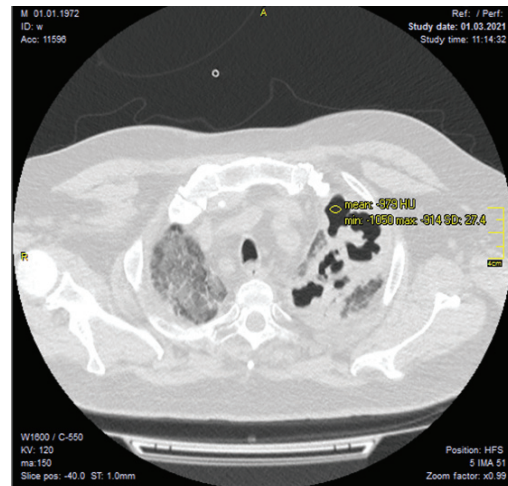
Аксиальный срез контрольной КТ больной С., 1972 г. рождения от 01.03.2021 (спустя 2 недели)
